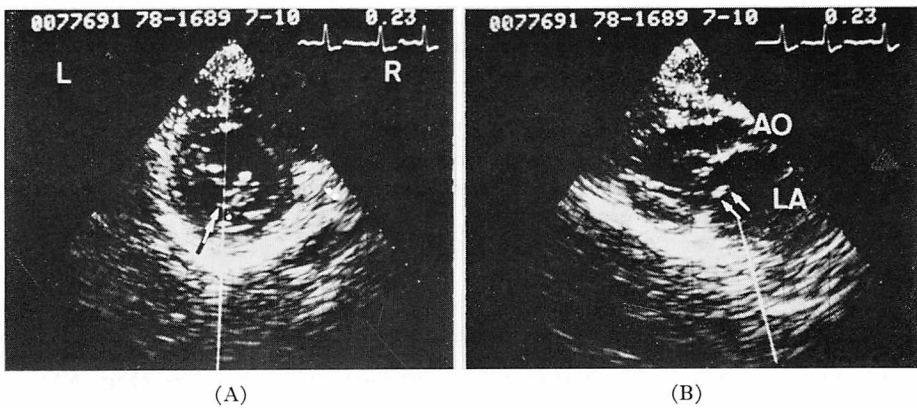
Direct visualization of the ruptured chorda tendinea of the posterior mitral leaflet using cross-sectional echocardiography.
